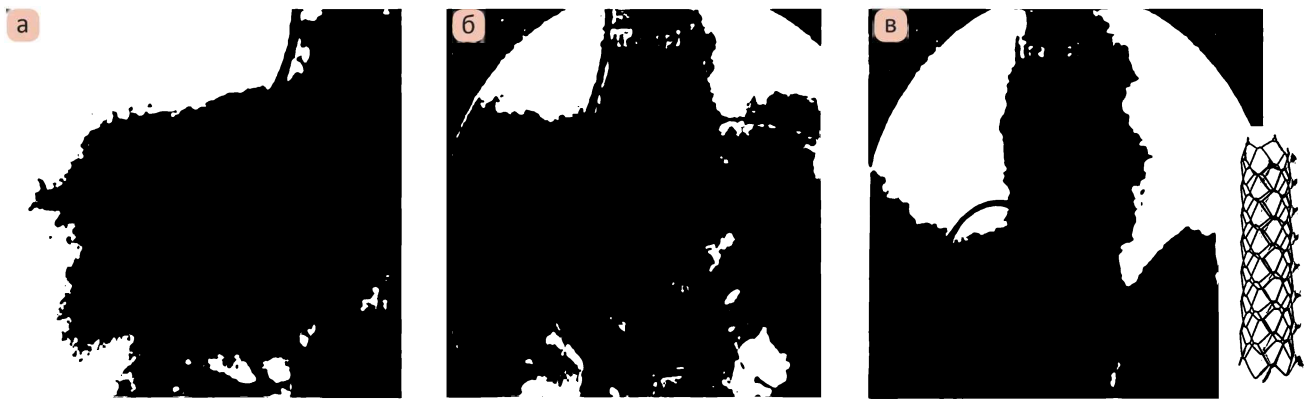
Рентгенограми транс'югулярного внутрішньопечінкового портосистемного шунта (TIPS). а – транс'югулярна пункція ворітної вени, б – пункція лівої гілки ворітної вени, портографія; в – стентування внутрішньопечінкового каналу (за С. М. Фуркалом і В. А. Кондратюком)
